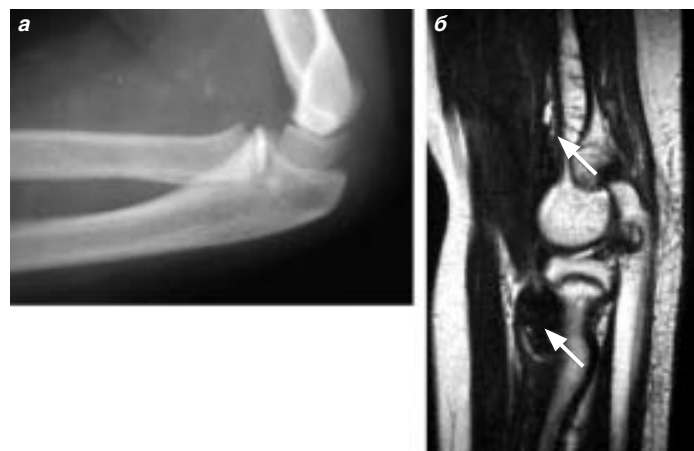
Рентгенограмма (а) и МРТ (б) левого локтевого сустава ребенка с тяжелой формой гемофилии А, который начал получать профилактическую терапию в возрасте 5 лет (цит. по [25]). Изменения в суставе визуализируются только на МРТ. Стрелками указаны изменения в мягких тканях сустава (гипертрофия синовиальной оболочки, отложение гемосидерина).
